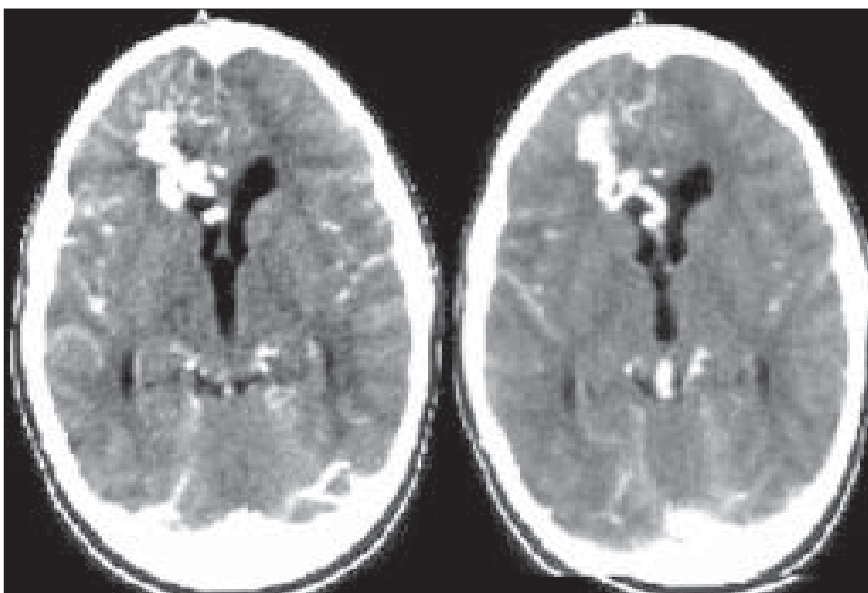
TAC contrastada, donde se muestra la típica estructura serpentina de la MAV.
